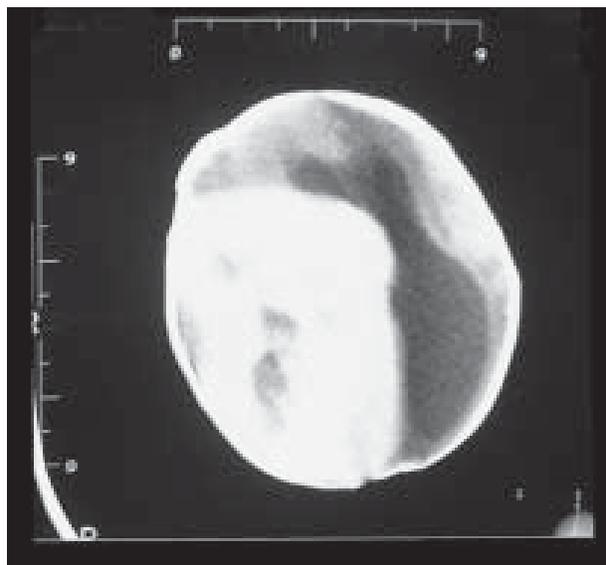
Tomografía computada del recién nacido. Destaca el acelerado crecimiento en relación a la RM realizada pocos días antes.
